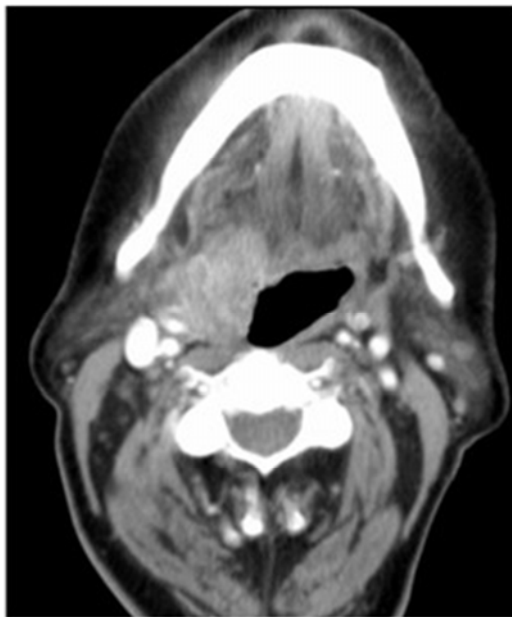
Imagen de TC de carcinoma de orofaringe derecha
